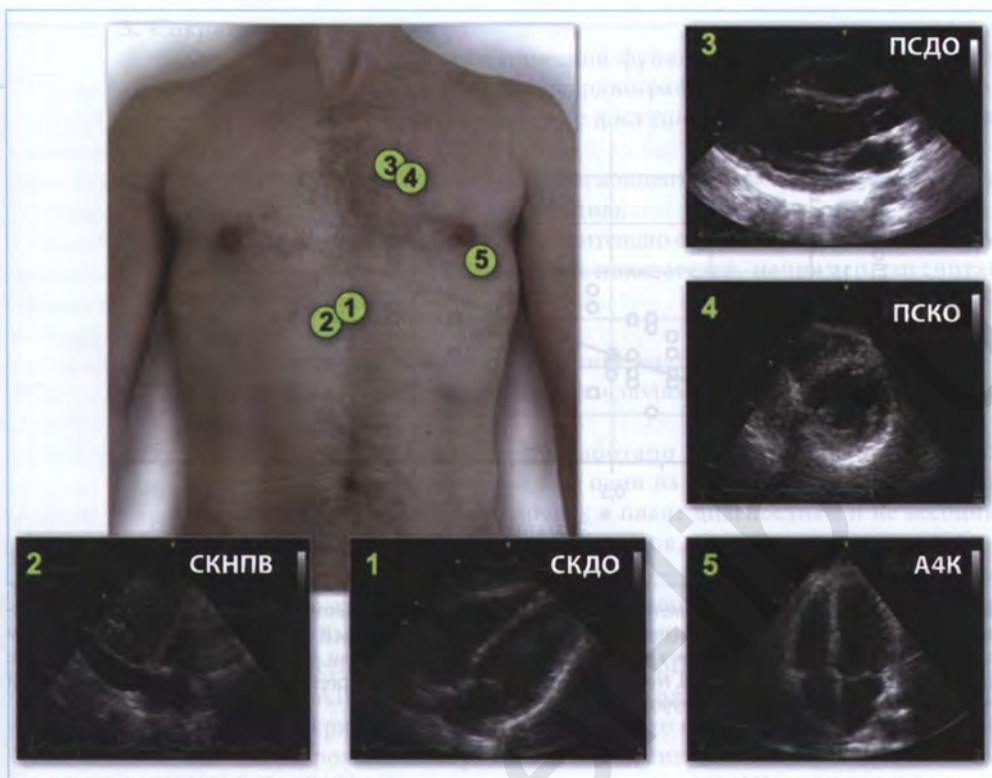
Алгоритм Фокус. Точки расположения датчика и соответствующие изображения. СКДО — субкостальная проекция по длинной оси; СКНПВ — субкостальная проекция нижней полой вены; ПСДО — парастеральная проекция по короткой оси; ПСКО — парастеральная проекция по длинной оси; А4К — апикальная 4-камерная проекция (Воспроизведено с разрешения *Via G., Hussain A., Wells M. et al. International evidence-based recommendations for focused cardiac ultrasound. J Am Soc Echocardiogr. 2014;27:683.e1–e33*)
